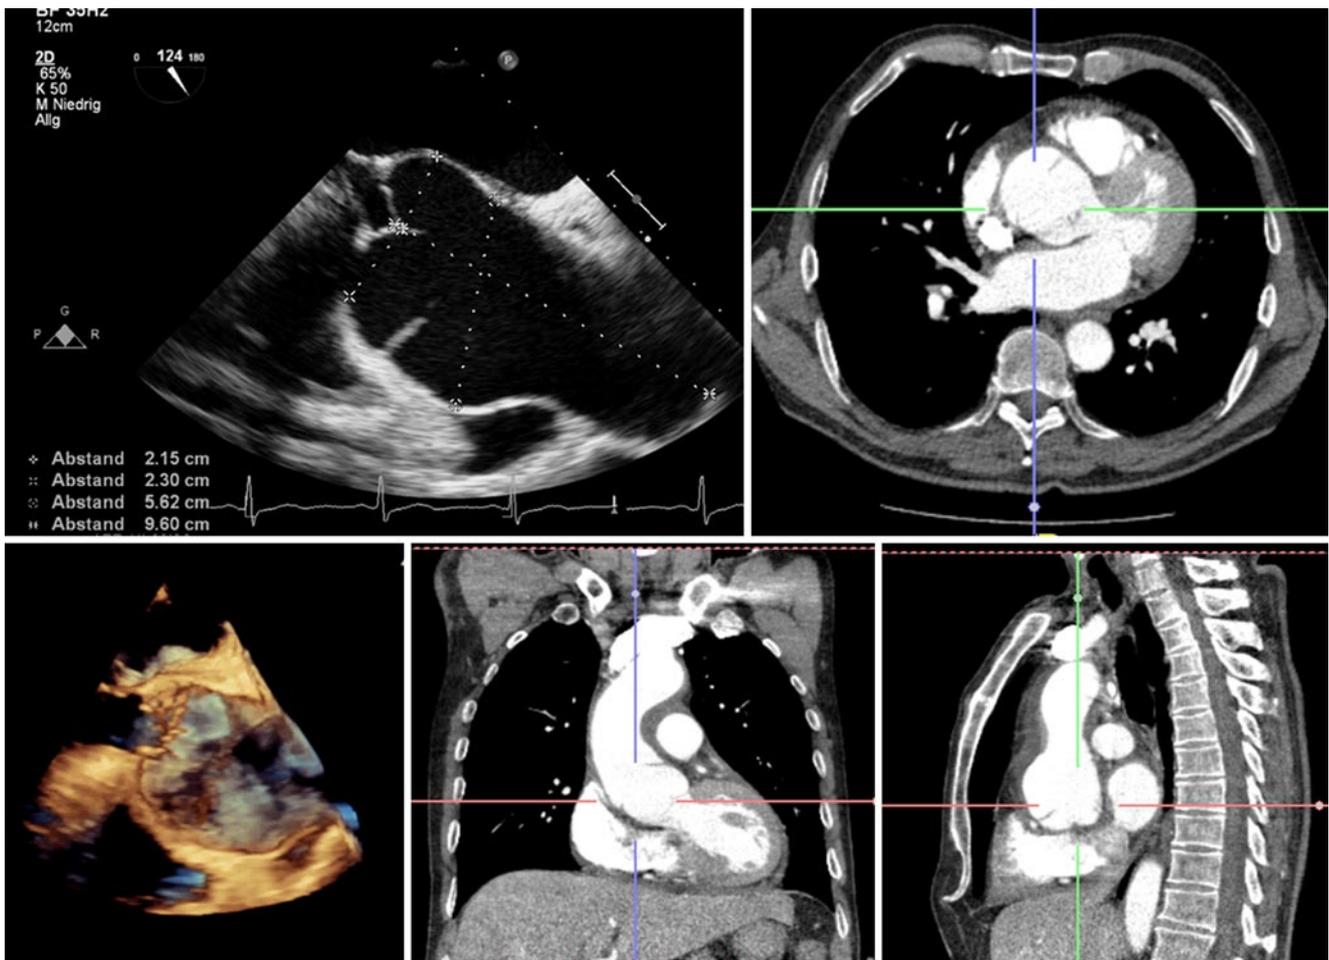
▲ Zweidimensionale und multidimensionale Echokardiographie sowie Spiral-CT als Beispiel der kompetitiven Diagnostik im Notfall bei der Aortendissektion
